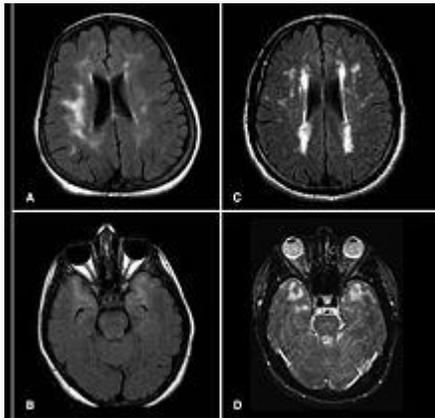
Imagen MRI del cerebro de pacientes con CADASIL mostrando lesiones múltiples
